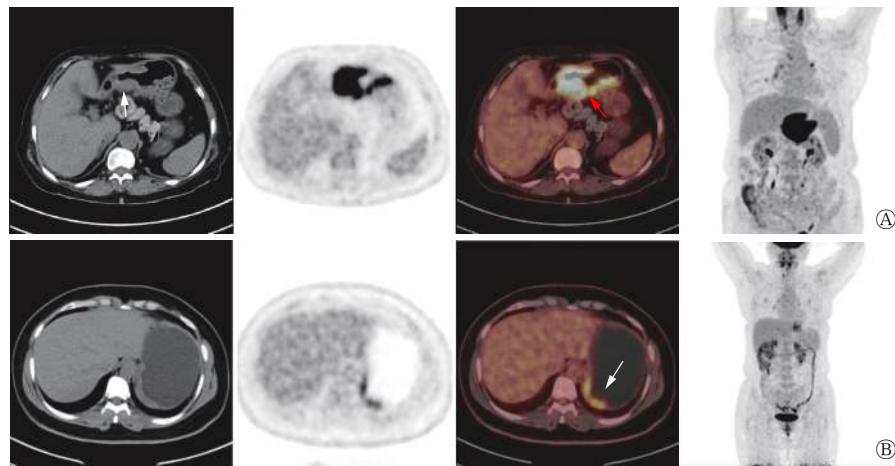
DLBCL 患者(女性, 56 岁)和 MALT 淋巴瘤患者(女性, 49 岁)原发肿瘤病灶的 CT 图、PET 图和¹⁸F-FDG PET/CT 融合图 A 从左至右依次为 DLBCL 患者原发肿瘤病灶的 CT 图、PET 图、¹⁸F-FDG PET/CT 融合图和全身 PET 图, 示胃壁弥漫性增厚伴¹⁸F-FDG 摄取显著升高, SUV_{max}=26.8, 胃壁僵硬, 成角(白色箭头), 胃周脂肪间隙模糊, 可见¹⁸F-FDG 摄取稍增高小结节影, SUV_{max}=3.1(红色箭头)。B 从左至右依次为 MALT 淋巴瘤患者原发肿瘤病灶的 CT 图、PET 图、¹⁸F-FDG PET/CT 融合图和全身 PET 图, 示胃底部胃壁节段性增厚伴¹⁸F-FDG 摄取升高, SUV_{max}=7.4(白色箭头)。DLBCL 为弥漫性大 B 细胞淋巴瘤; MALT 为黏膜相关淋巴样组织; CT 为计算机断层扫描; PET 为正电子发射断层扫描; FDG 为氟脱氧葡萄糖; SUV_{max} 为最大标准化摄取值
